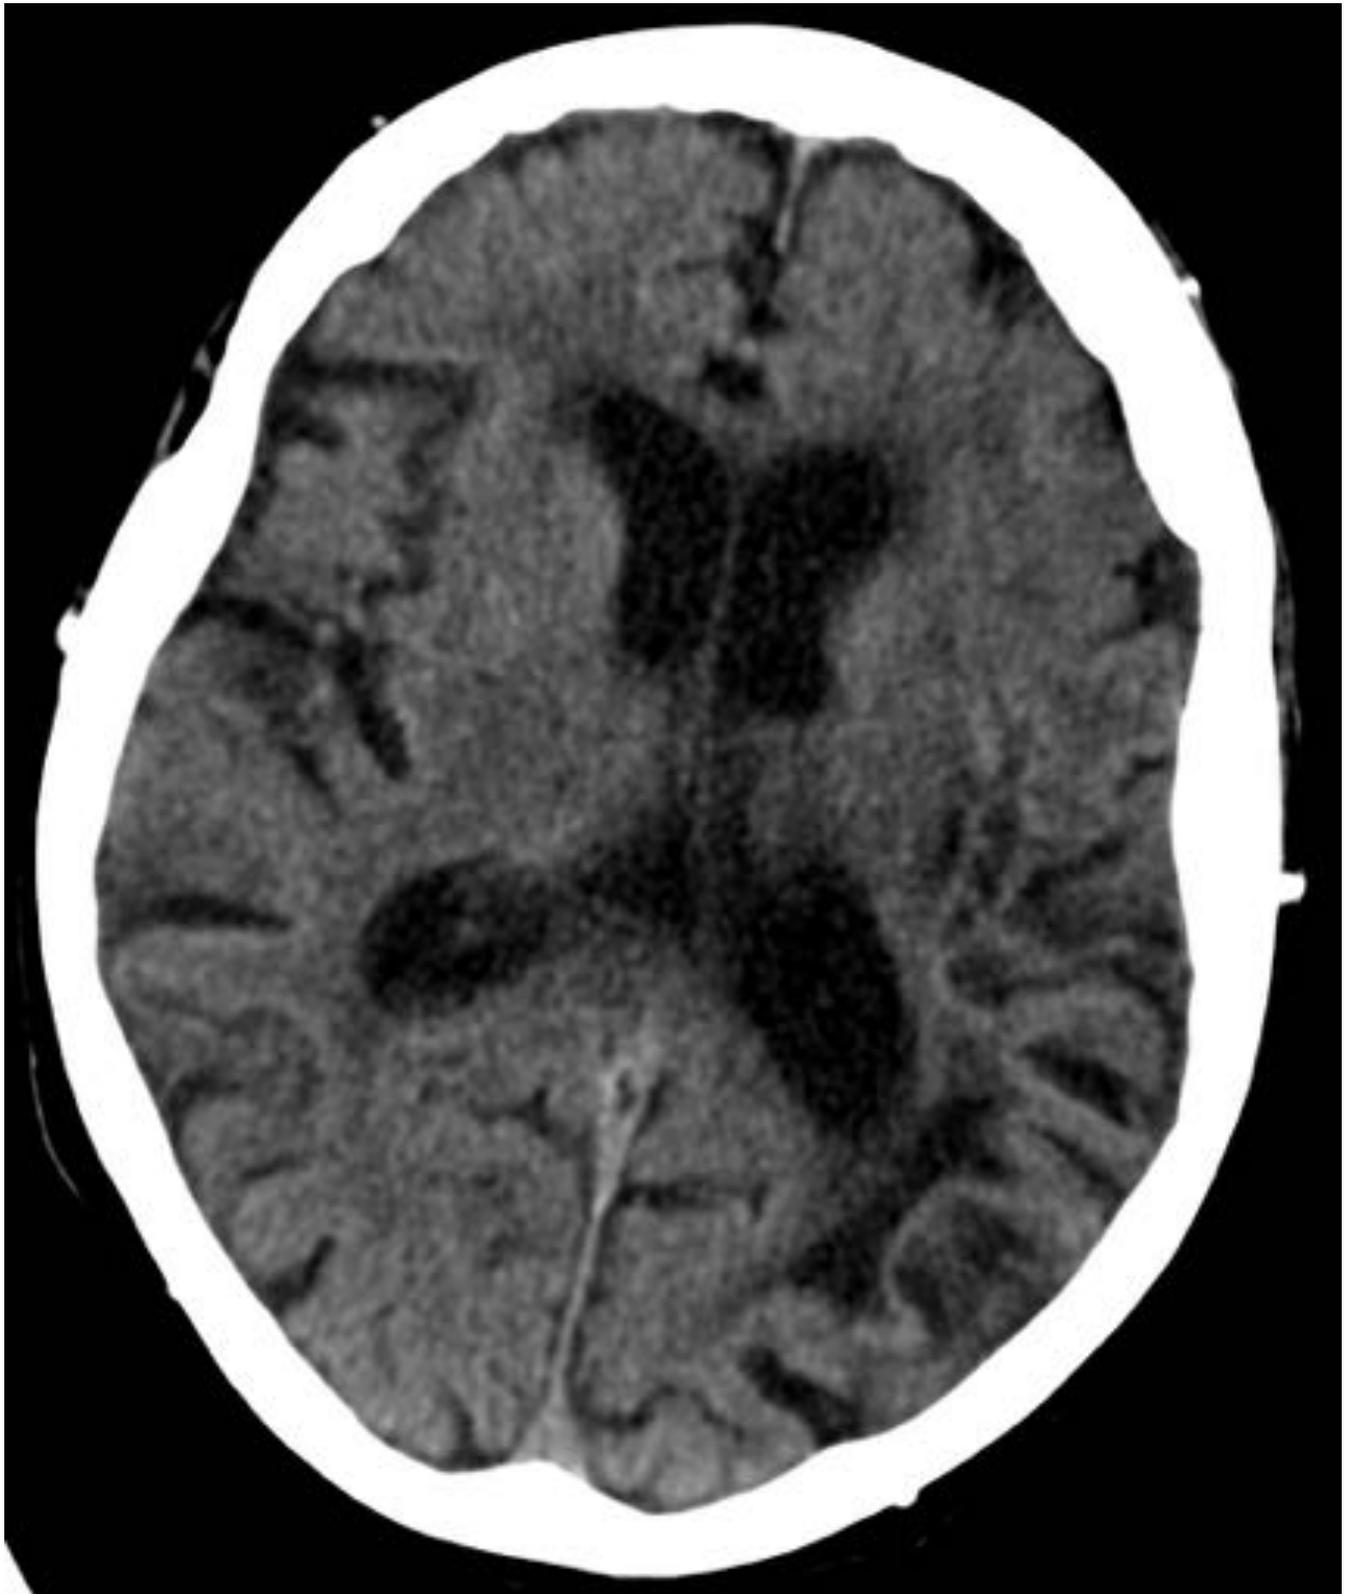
Imagen de un TAC sin contraste en la que se objetiva un área hipodensa córtico-subcortical ténporo-occipital izquierda, bien definida, compatible con infarto isquémico. Corresponde a un paciente que acudió por un cuadro de crisis epilépticas.
